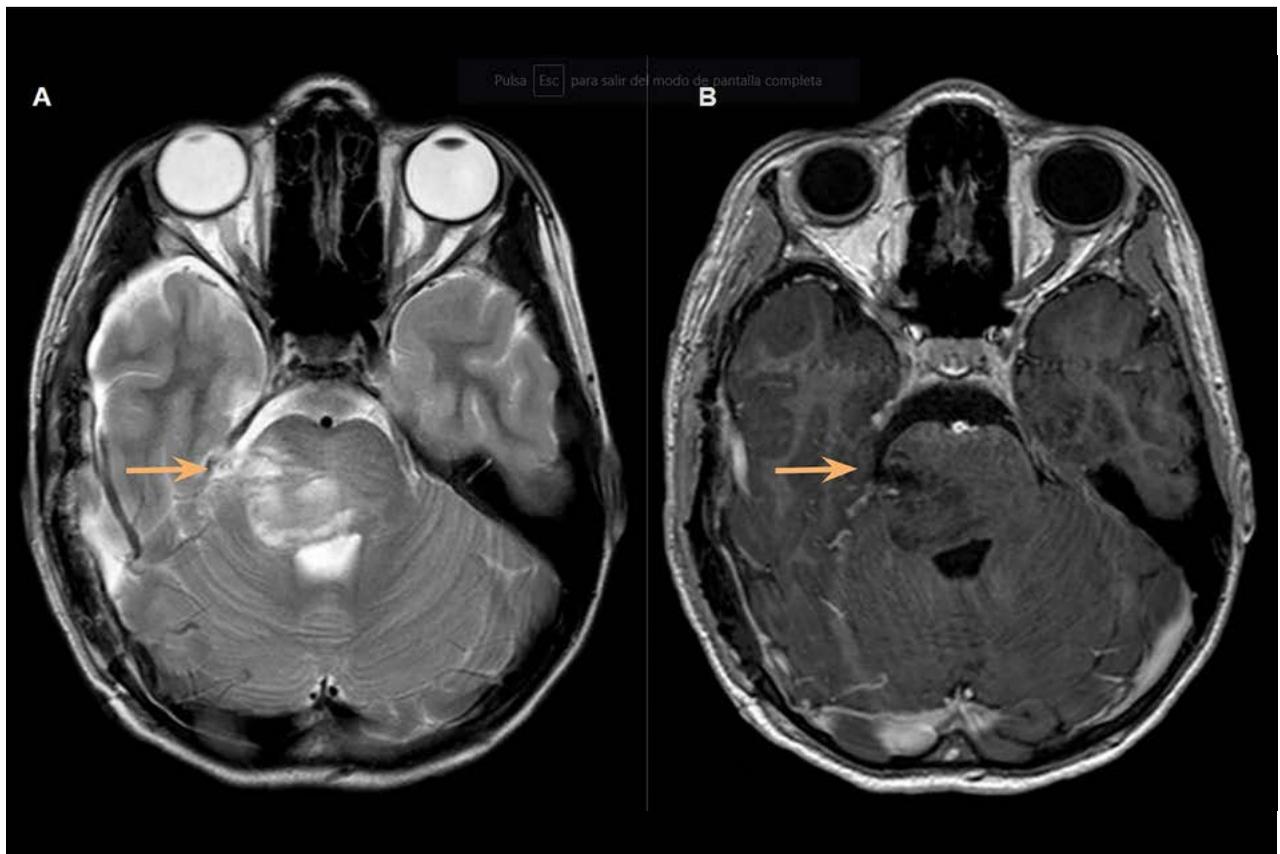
RMN control realizada a los 3 días postoperatorios, secuencias T2 y T1 con contraste. El sitio de biopsia se puede evidenciar con la flecha naranja.
